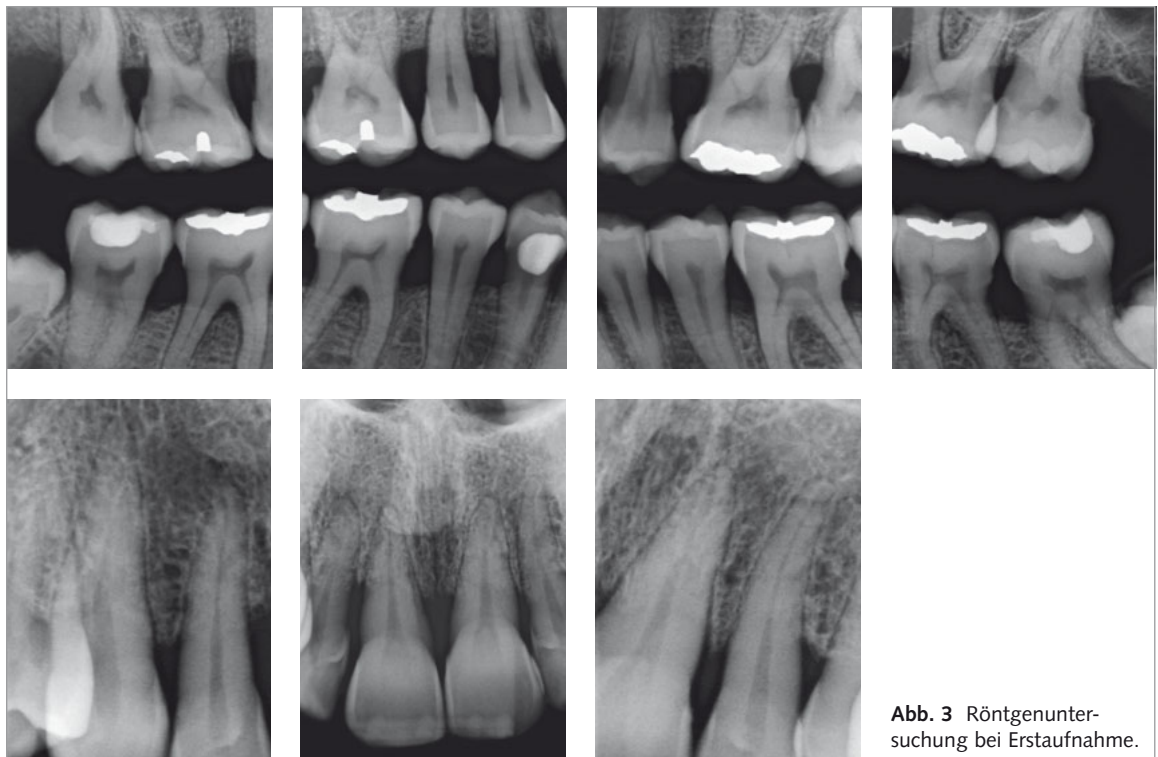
Röntgenuntersuchung bei Erstaufnahme.
